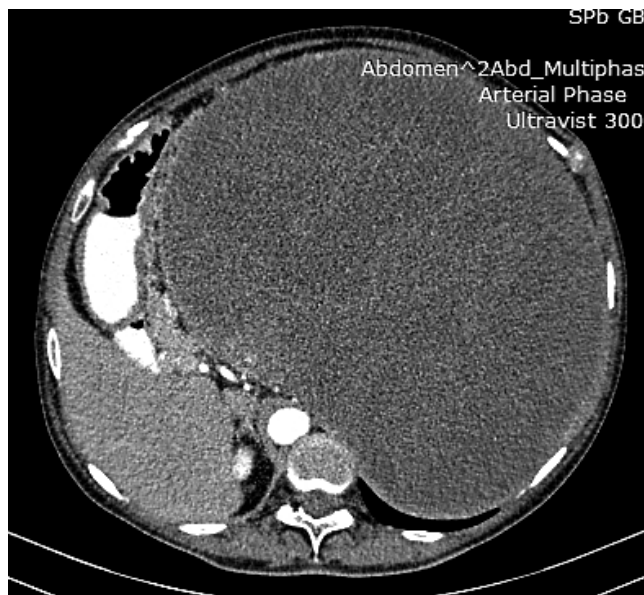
КТ органов брюшной полости: в левой половине забрюшинного пространства от уровня диафрагмы определяется больших размеров (300×240 мм) объемное патологическое образование. Образование имеет капсулу равномерной толщины, гомогенную структуру, плотность 7–22 Н, не накапливает контрастный препарат
